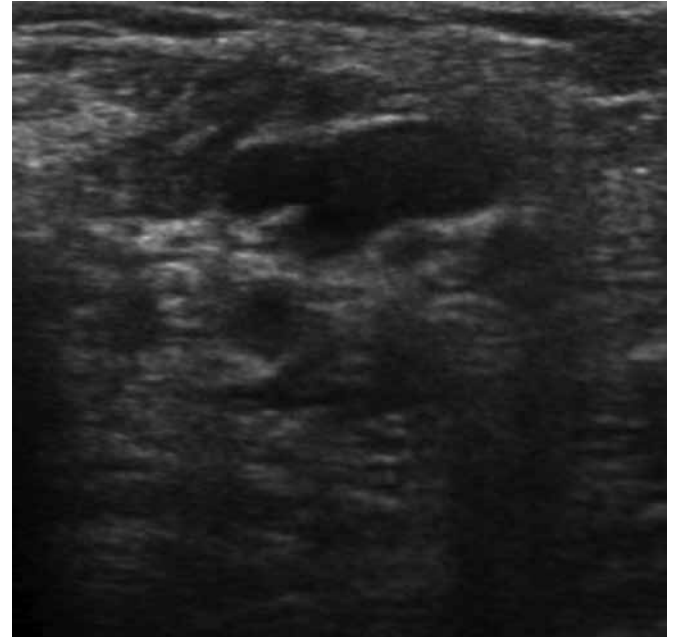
Brakiyal pleksusun lokal anestezi ilaç enjeksiyonu öncesi ultrasonografik görüntüsü
